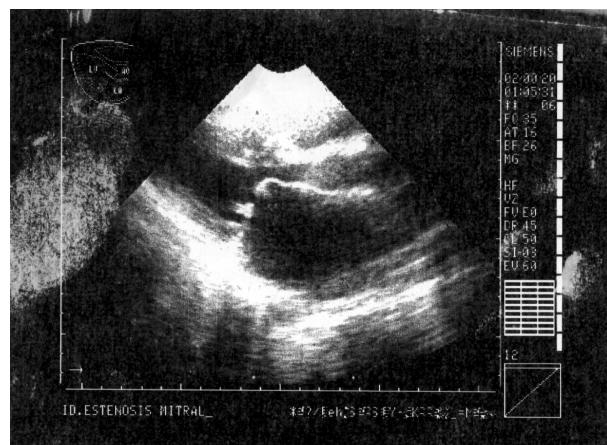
Ecocardiograma en corte longitudinal y cuatro cámaras de un paciente con una estenosis mitral reumática. Nótese el engrosamiento y fibrosis de la válvula mitral con el signo de la "rodilla" típico de estos casos, asociados al crecimiento de la aurícula izquierda.
